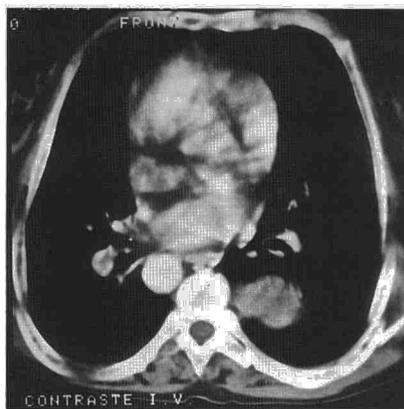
TAC torácica en la que se demuestra la existencia de una masa de localización paravertebral derecha, extrapleural y de bordes bien circunscritos.
